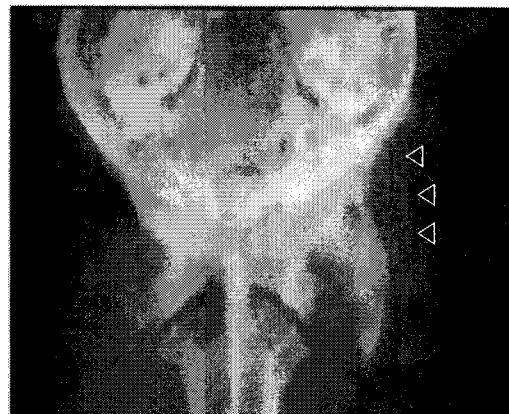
Dorsoventral radiographs after cranial cervical ganglion block with lidocaine mixed with radiopaque material (arrows). The radiopaque material is visible in between the occiput and the transverse process of atlas.
